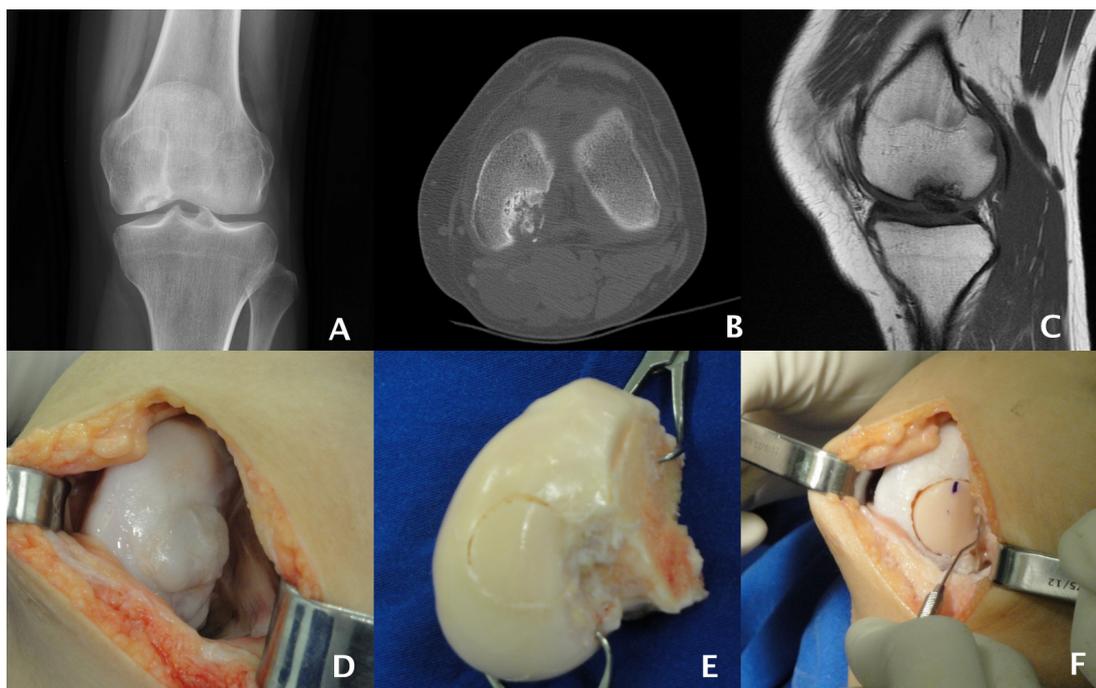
(Paciente 7) – A) Radiografia de joelho demonstrando lesão osteocondral no côndilo femoral medial (CFM) B) Corte axial de tomografia computadorizada demonstrando defeito na parede lateral de CFM C) Imagem de ressonância magnética com corte sagital ponderado em T1 demonstrando defeito osteocondral na área de carga de CFM D) Aspecto macroscópico de OCD com falha de tratamento prévio com palitos ósseos E) Côndilo medial de doador com enxerto retirado do mesmo local anatômico da lesão do paciente F) Aspecto do enxerto no local receptor, restituindo a anatomia do côndilo femoral medial
